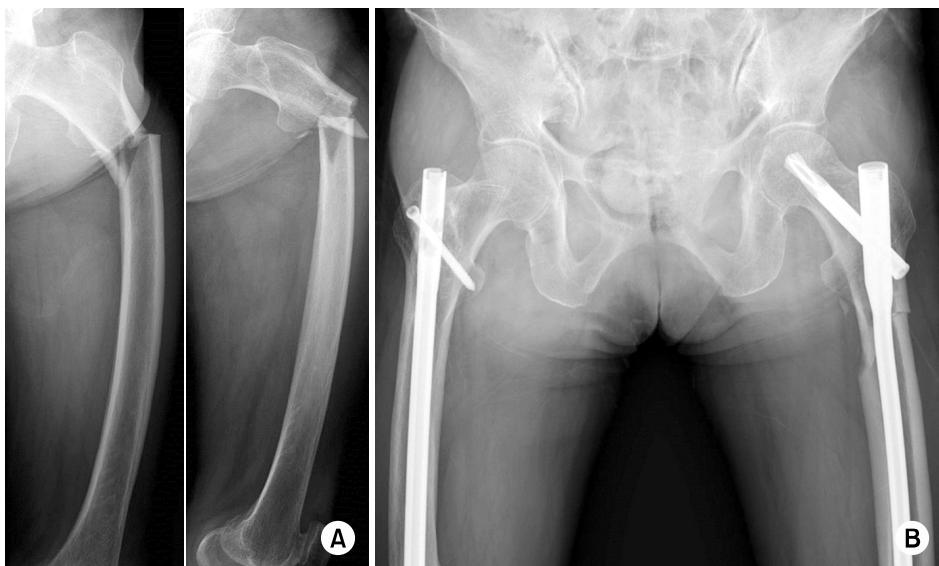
Patient had a subtrochanteric fracture on the contralateral side while weight bearing on the left leg. (A) Preoperative radiographs also demonstrate atypical femoral fracture. (B) Internal fixation was performed using a long proximal femoral nail anti-rotation 2.
